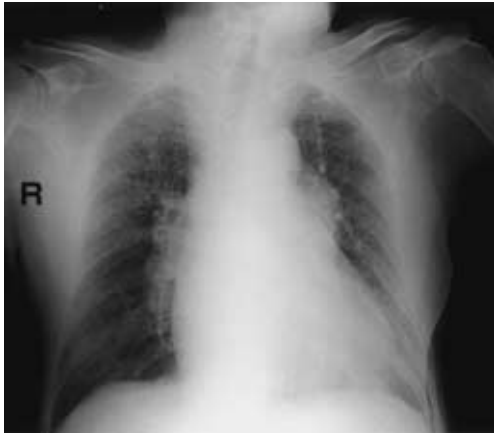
Chest radiograph on admission showing slight infiltration in both lungs, and cardiomegaly in a supine position
